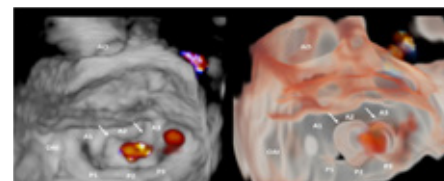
¹ Identificación de MitraClip: Pascual Izco M, Fernández-Golfín Lobán C, Zamorano Gómez JL. Novedades en ecocardiografía 3D: una nueva herramienta de transparencia tisular. Revista Española de Cardiología. 2021;74:708posteromedial.
